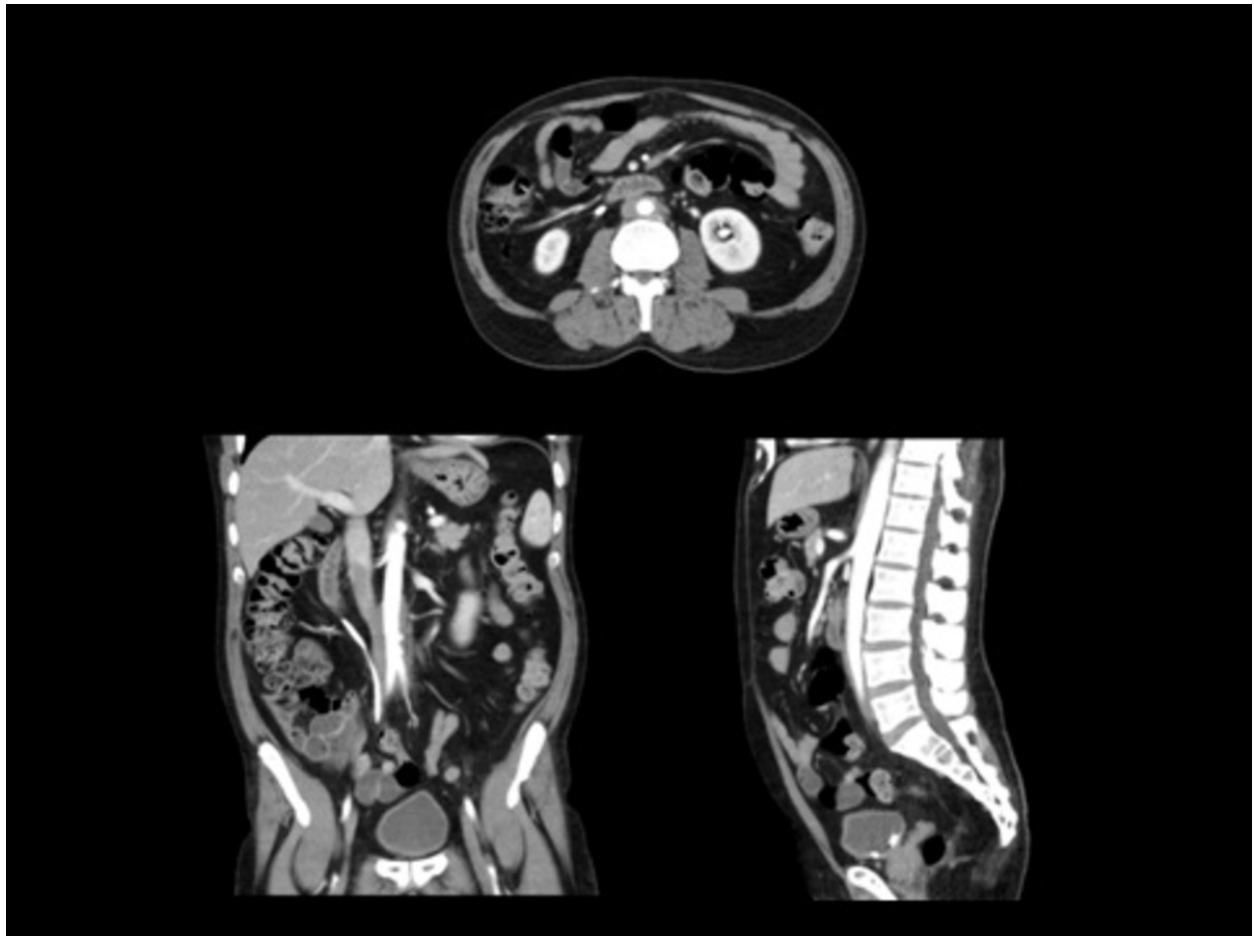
Varón de 8 años con fibrosis retroperitoneal idiopática. En la primera fila se observan las imágenes y reconstrucciones coronal y sagital de TC, donde se evidencia la masa de partes blandas retroperitoneal a nivel de la bifurcación iliaca. En la segunda fila tenemos cortes de RM, el primero es un coronal tras administración de contraste donde no se observa realce de la masa, el segundo es un sagital potenciado en T1 donde se visualiza la masa con una intensidad de señal similar al músculo, y el tercero es un axial potenciado en T2 donde tampoco se objetiva aumento de intensidad de la masa.
